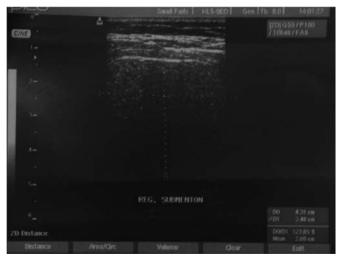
Ultrassonografia da região submentoniana, denotando formação ecogênica, de contornos regulares e bem delimitados, correspondendo a uma lesão cística com líquido espesso.
